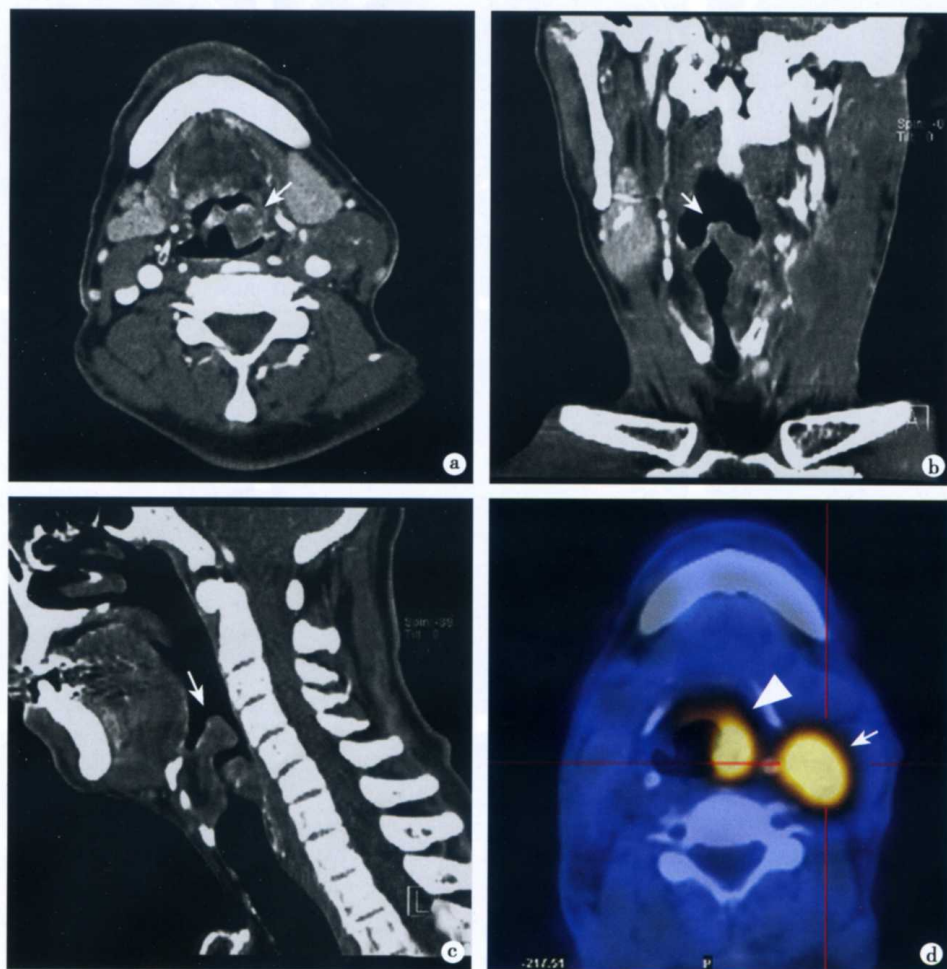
贯声门型喉癌伴颈部淋巴结转移 CT 表现
